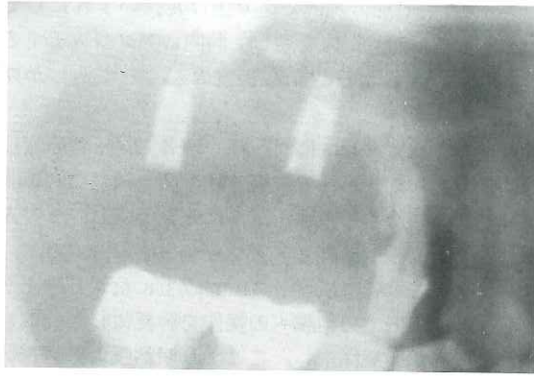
A part of orthopantomographic x-ray photograph soon after the operation. Two implants were placed. Bone defect after extraction of the tooth was seen at the site of 6. Apex of the implant penetrated into sinus antrum. New bone was not observed yet. Bone was 7 mm in height at the medial side of the implant body and 5 mm at the distal side
